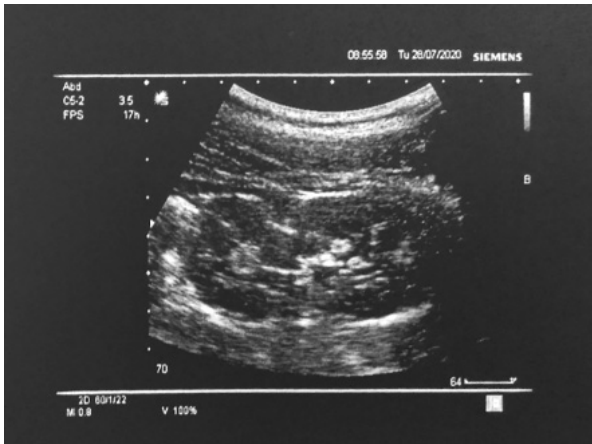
USG. Rinichiul pe stânga
